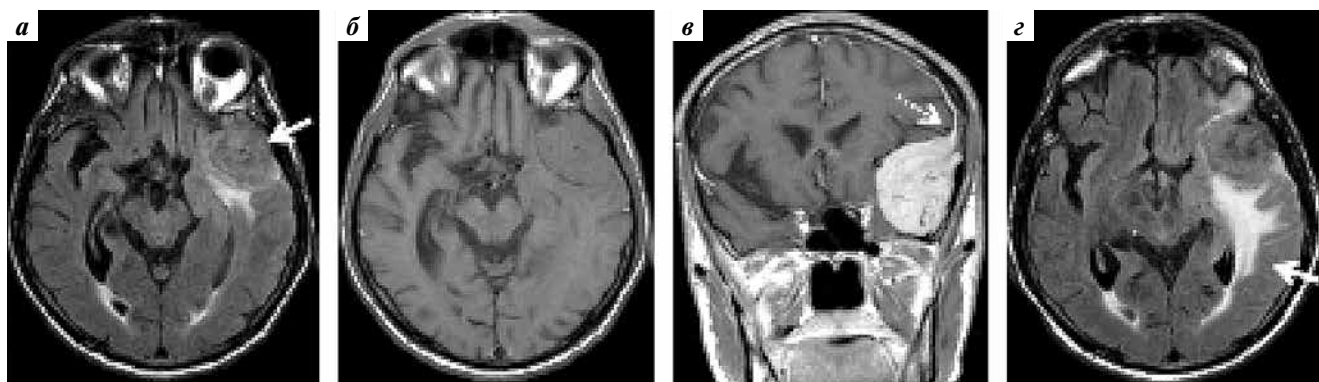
Церебральная форма IgG4-ассоциированного пахименингита (адаптировано из [53] с разрешения авторов). Представлены аксиальные срезы с контрастным усилением. На изображении в режиме FLAIR визуализируется зона уплотнения и утолщения мозговой оболочки в левой височной области, окруженная зоной вазогенного отека (а) (стрелка). На аксиальном срезе в режиме T1 та же область изоинтенсивна серому веществу головного мозга, нет признаков кровоизлияния или геморрагического пропитывания (б). На аксиальном срезе в режиме T1 после введения контрастного вещества (гадолиния) (в) отмечается активное гомогенное накопление гадолиния с четкой связью с твердой мозговой оболочкой (стрелка). На аксиальном срезе в режиме FLAIR через 1 год (г) сохраняется зона утолщения твердой мозговой оболочки в левой височной области с зоной перифокального вазогенного отека (стрелка)
